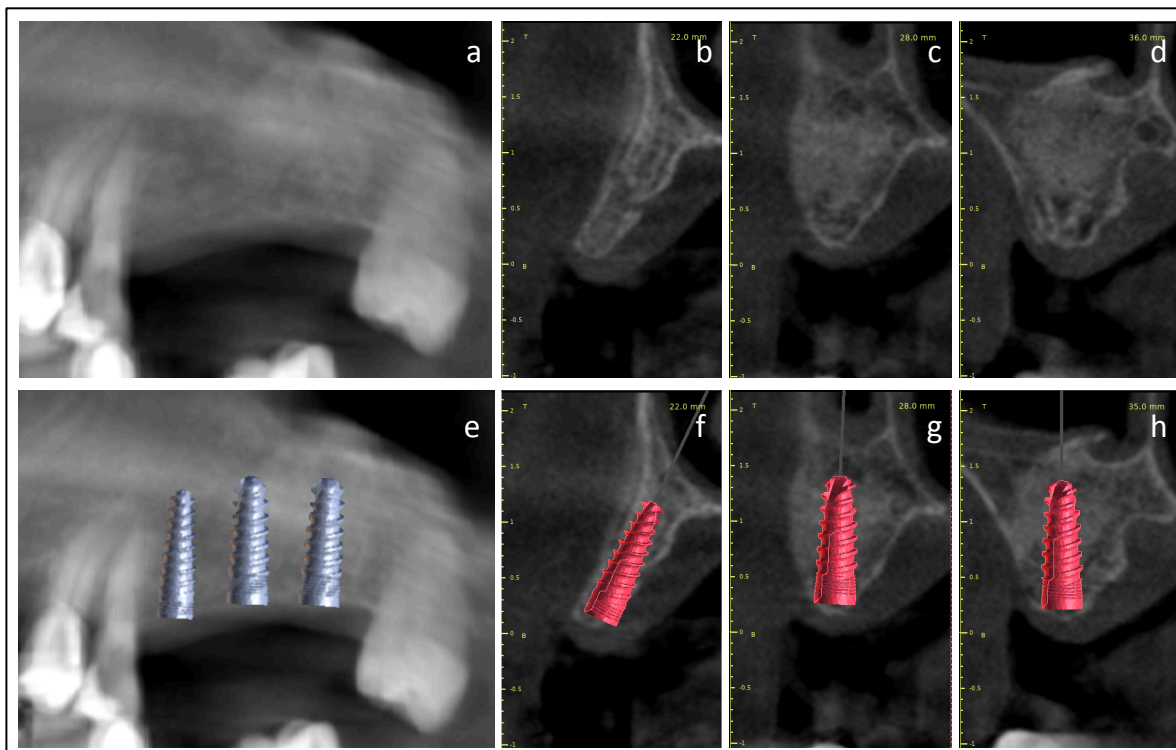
(a,b,c,d): Cone beam maxilar control a los 6 meses post cirugía de elevación de piso de seno maxilar, se puede observar el aumento de volumen óseo, la nueva altura ósea en la zona de 2.6 es de 14mm y en la zona de 2.7 es de 15mm.
